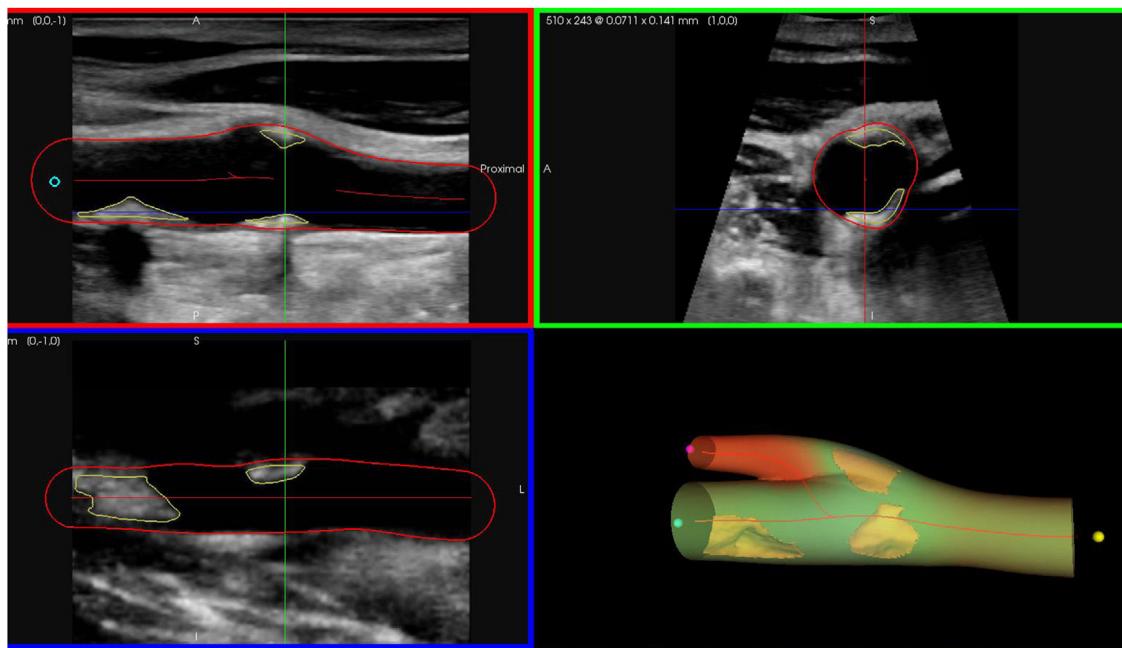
Ecografía 3D de la carótida derecha con imagen multiplanar y modelo 3D. Se puede apreciar la segmentación de las placas ateroscleróticas y del contorno de la pared del vaso.
